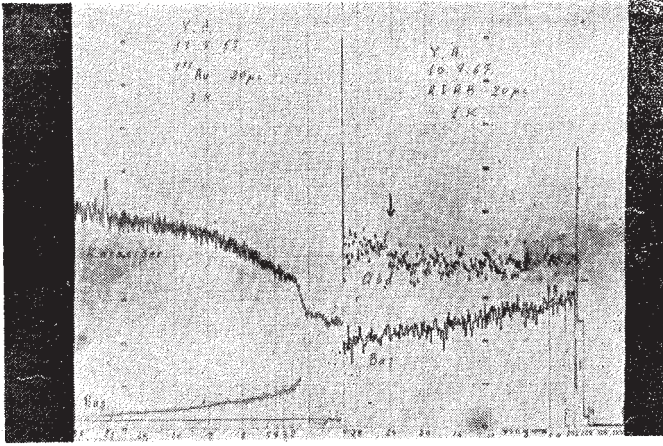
5 — Başka bir normal vakanın ^{131}I -Rose Bengal hepatografisi ve Karaciğer kan akımı traseleri. ^{131}I -R. B. T $1/2$ 8,6 dakikadır. ^{198}Au T $1/2$ 4,6 dakikadır. Nisbet 1,8 dir.
